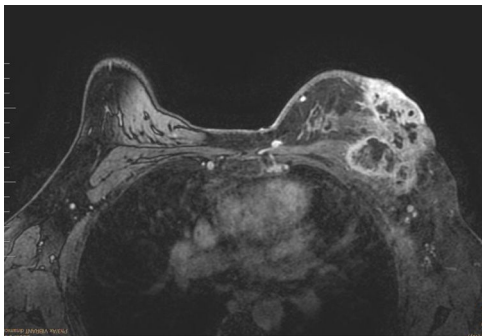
Resonancia magnética de mamas. Múltiples áreas en relación con necrosis, contacta ampliamente con pared costal con datos de infiltración muscular, engrosamiento e hipercaptación de la piel de los cuadrantes externos, así como retracción del pezón. Múltiples adenopatías axilares ipsilaterales.
